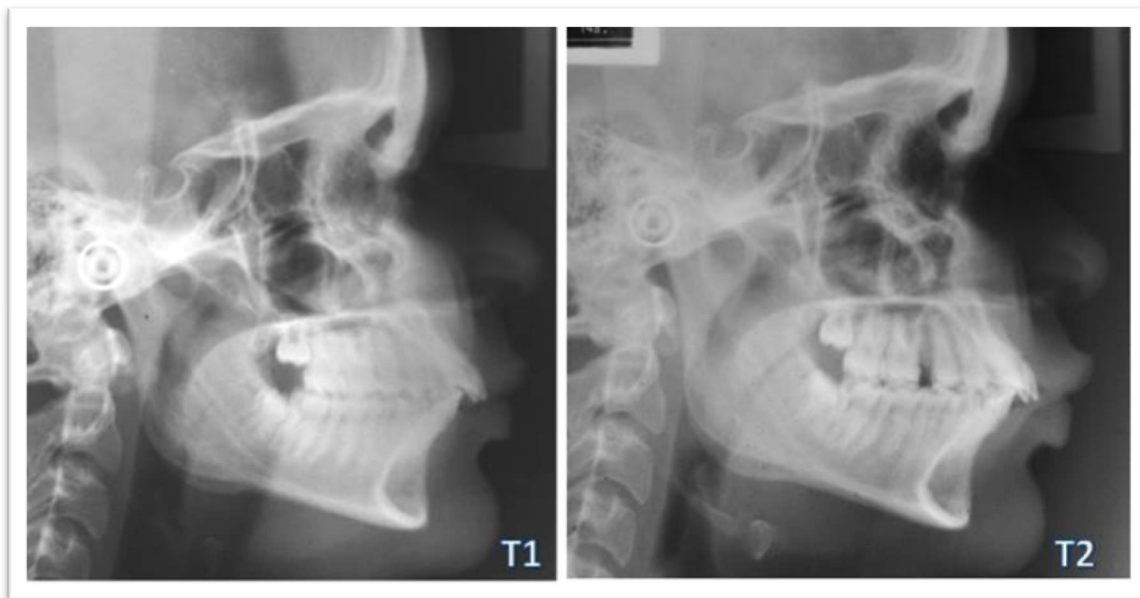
Telerradiografias Inicial e Final de um paciente do G1
